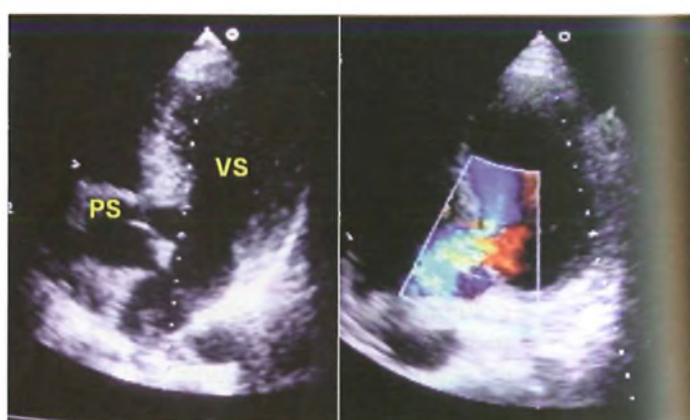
Pseudoaneurisma del setto interventricolare perimembranoso da rottura postinfartuale (scansione apicale quattro camere): comunicazione tra il ventricolo sinistro (VS) e lo pseudoaneurisma del SIV (PS) perimembranoso, delimitato da parete; notare il passaggio di flusso con il color-Doppler tra VS e PS, a indicare la comunicazione tra le camere.
